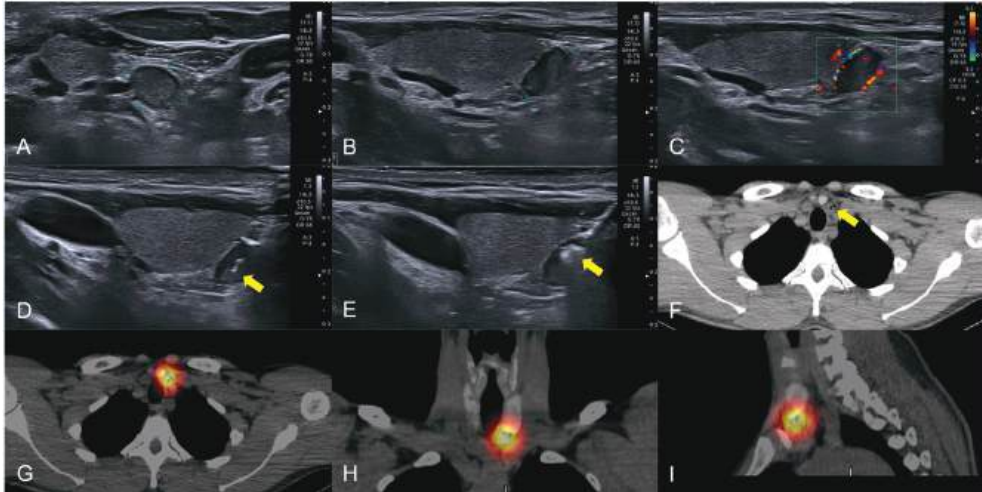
Imágenes del proceso de administración de los MAA marcados bajo control ecográfico en un paciente con un adenoma paratiroideo inferior izquierdo. A. Sección ecográfica oblicua del adenoma inferior izquierdo con una extensa área levemente ecógena y homogénea central en su interior. B. Sección ecográfica en el plano sagital. C. Sección ecográfica sagital con Doppler que muestra una vascularización periférica. D. Sección ecográfica oblicua con la aguja en el interior del adenoma (flecha amarilla). E. Sección ecográfica con una pequeña cantidad de aire (ecorrefringerancia marcada con una flecha amarilla) en el interior del adenoma que permite confirmar la correcta localización de la aguja y que permite asegurar que los MAA están bien depositados. F. La TC en el plano axial, inmediatamente después de la administración de los MAA marcados muestra el aire (flecha amarilla) en el interior del adenoma. G, H, I. Secciones de fusión del SPECT/TC inmediatamente después de la inyección en los planos axial, coronal y sagital respectivamente, con burbujas de aire en su interior.
